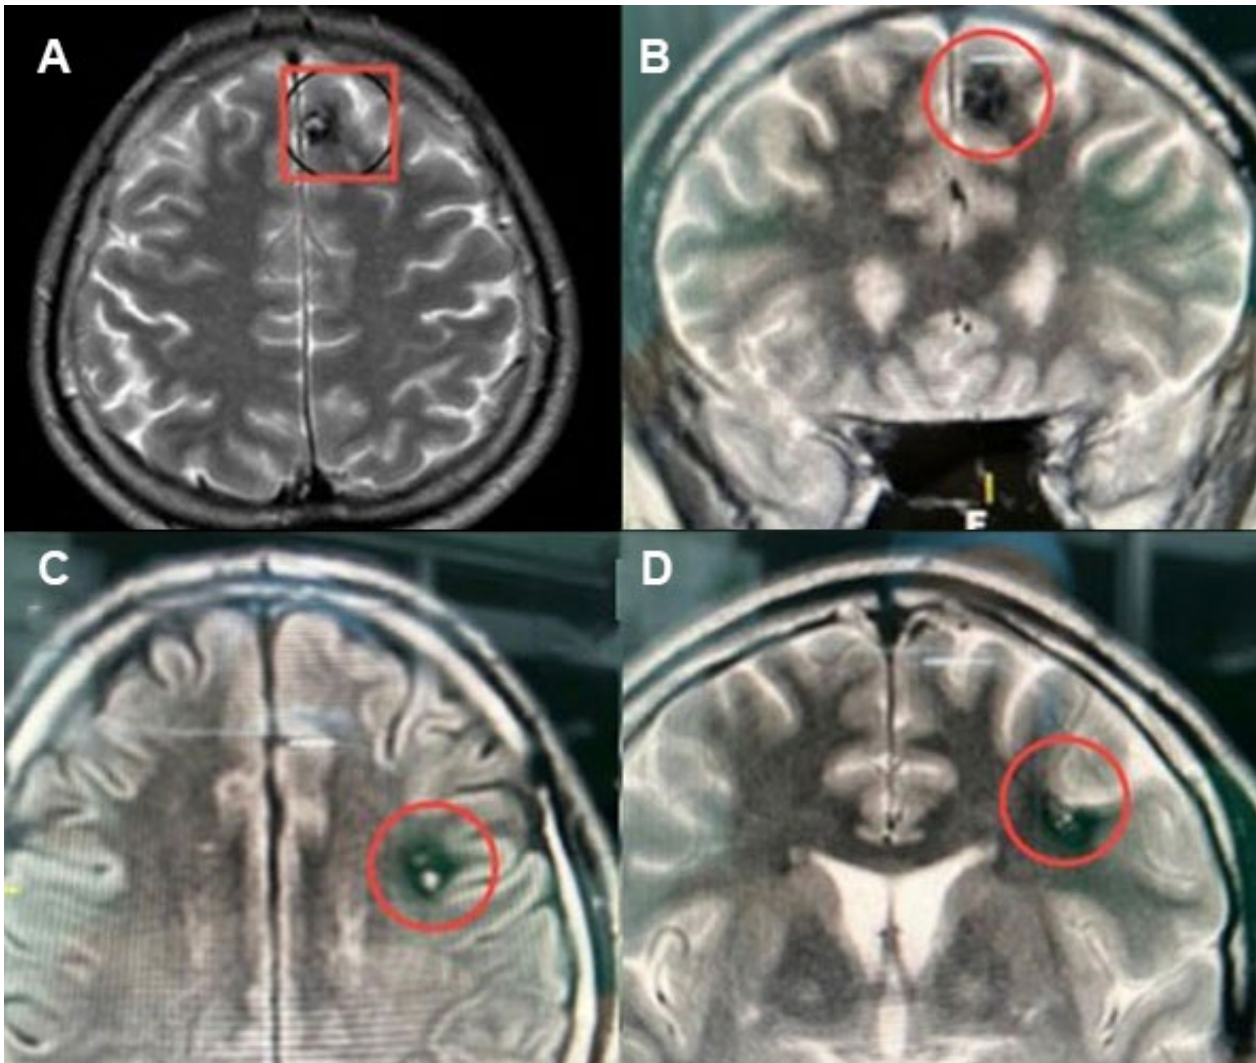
RM, caso 1. A) Corte axial, secuencia T2: se visualiza lesión en giro frontal superior. B) Corte coronal, secuencia T2: se observa lesión en giro frontal superior. C) Corte axial, secuencia T2: se visualiza lesión en giro frontal medio y figura. D) Corte coronal, secuencia T2: se ve lesión en giro frontal medio.
